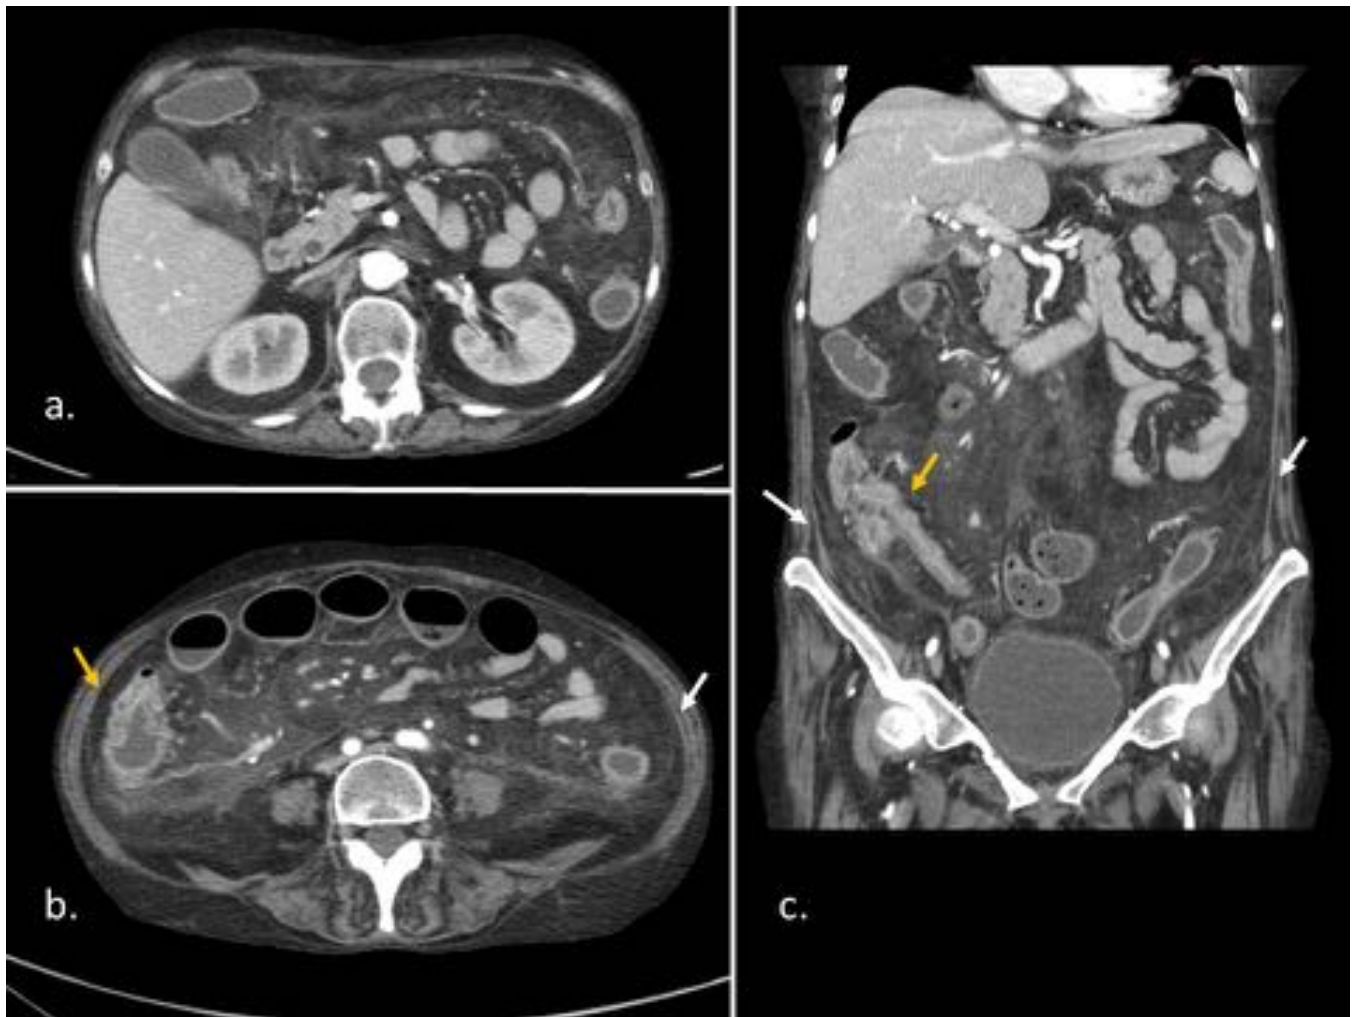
Peritonitis tuberculosa en mujer de 62 años. Imágenes de TC con contraste iv en planos axial a varios niveles (a y b) y en el plano coronal (c). En ellas se demuestra una infiltración difusa de prácticamente toda la grasa subperitoneal junto con engrosamiento y realce de parte del peritoneo parietal (flechas blancas). Nótese un engrosamiento difuso de la pared del colon, más marcado en la región ileo-cecal, localización típica de la infección intestinal tuberculosa (flechas amarillas).
